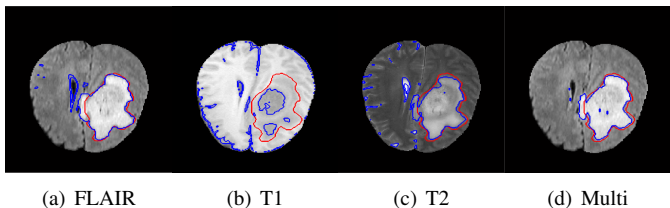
Comparaison entre segmentations individuelles et multi-paramétriques pour des images IRM réelles. La vérité terrain est représentée par le contour rouge et le volume estimé par le contour bleu.
